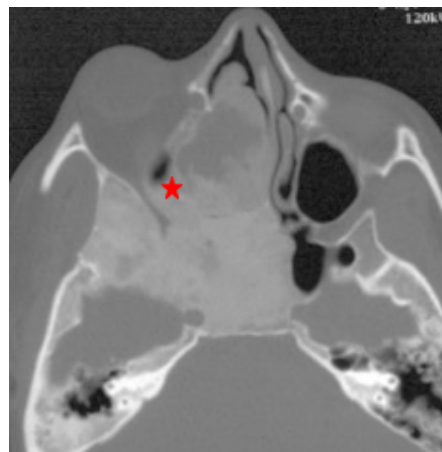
Dysplasie fibreuse sphénoïdale. TDM, coupe axiale en fenêtre osseuse passant par les sinus maxillaires. Lésion mixte avec une composante dense (flèche), une composante en verre dépoli (étoile blanche) et une composante kystique (étoile noire).
